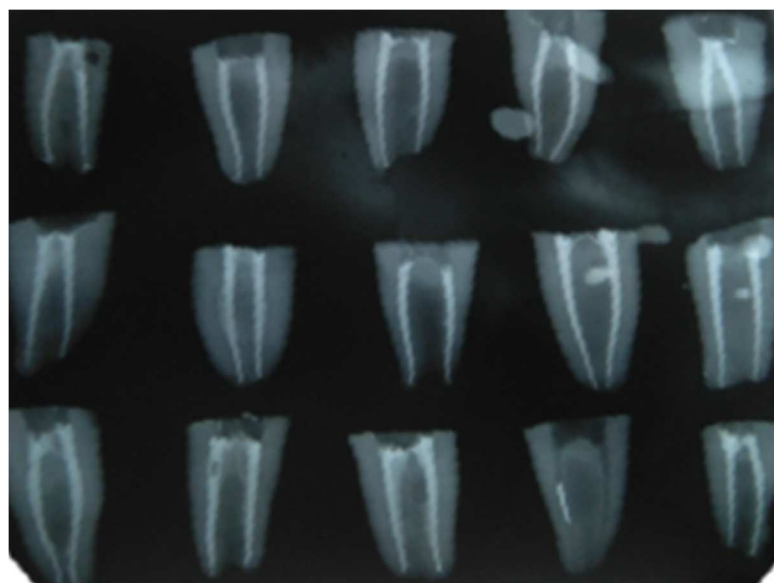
Radiografias periapicais no sentido vestibulo-lingual, para verificação da qualidade de obturação.
